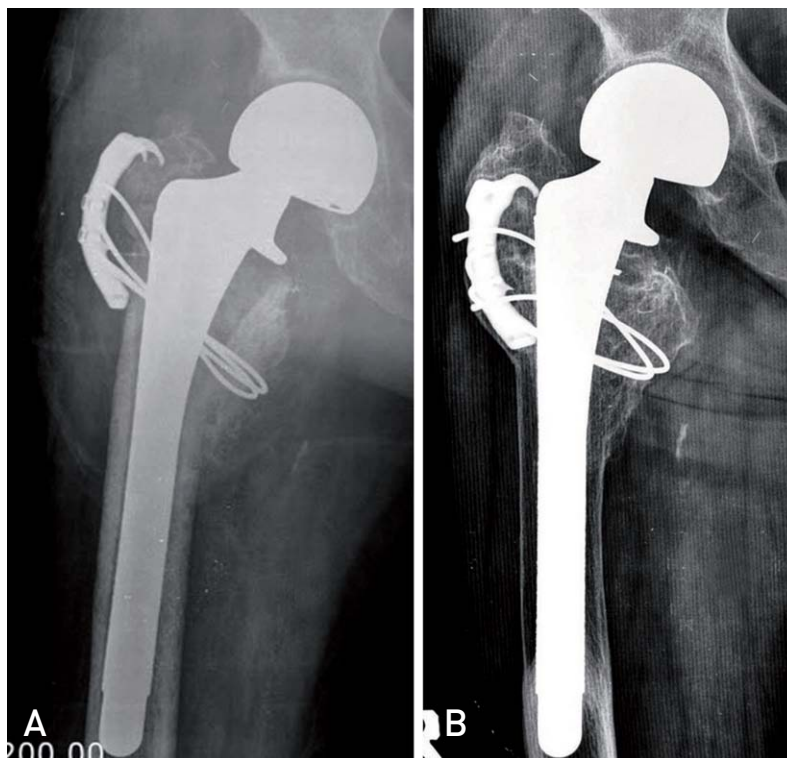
(A) Preoperative radiograph showed loosening of a cemented femoral stem. The bone defect was classified as Paprosky type IIIB. (B) Revision was done with the largest in diameter cementless femoral stem was inserted with incomplete scratch fitting in the distal diaphysis. (C) Loosening of femoral stem with progressive subsidence was seen on follow-up radiographs.
